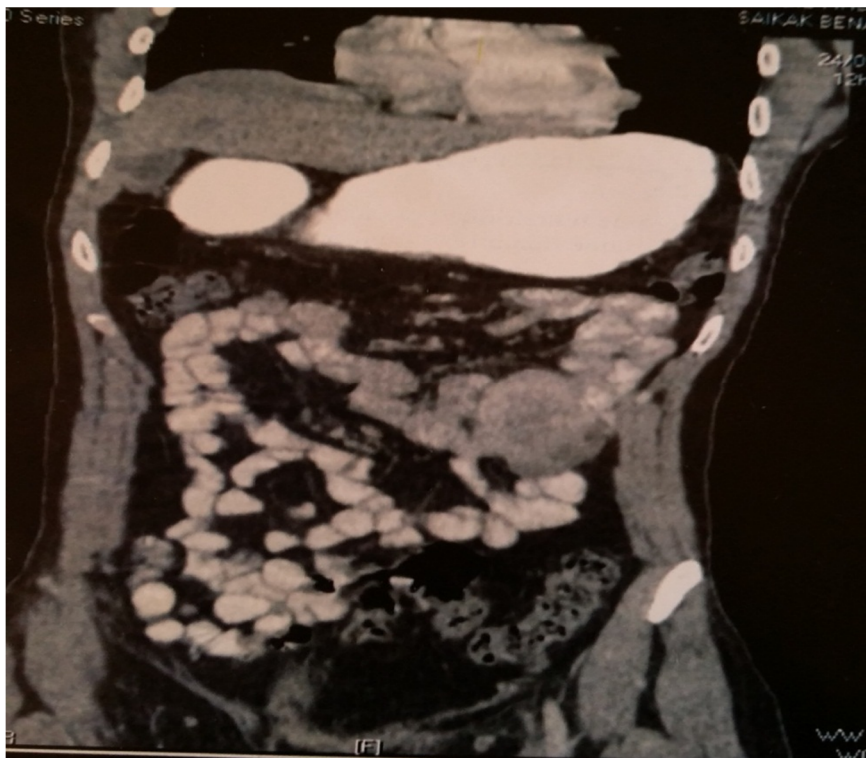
TDM, épaissement tissulaire pariétale jéjunale (cas : 18).
